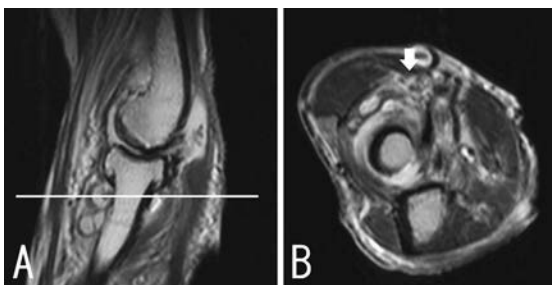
右肘MRI矢状断像(A)、横断像(B)。滑膜炎のため橈骨の前方で橈骨神経が前方へ圧排されている(矢印)。
